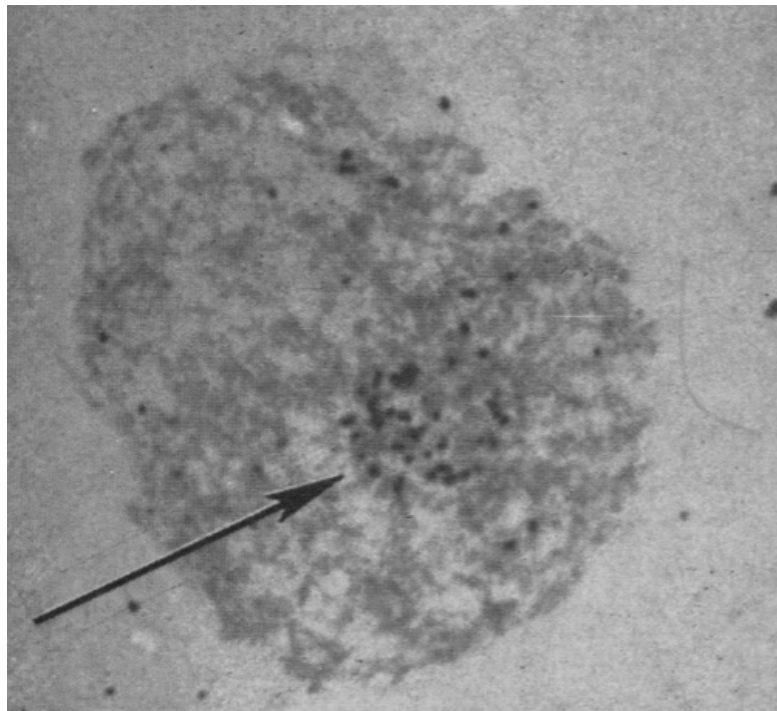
Autorradiografías de los núcleos de los ovarios de *Xenopus*, después de la hibridación *in situ* con el ARN ribosómico radiactivo. Se observa la ovogonia con la presencia de gránulos de plata (flecha) que indican la presencia de organizadores nucleolares. Imagen tomada de Galland JG y Loupardue M, 1965.
